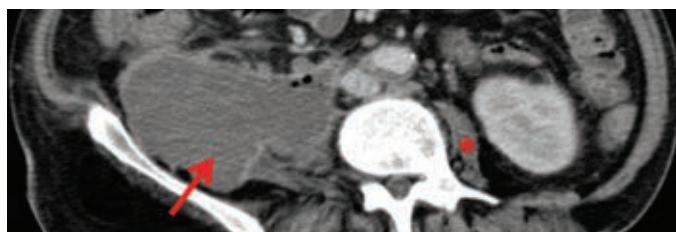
Tomografia computadorizada com contraste – reformatação axial: coleção (seta) envolvendo o músculo psoas (notar asterisco no músculo psoas contralateral) com bolhas de ar e captação periférica sugestiva de abscesso.
